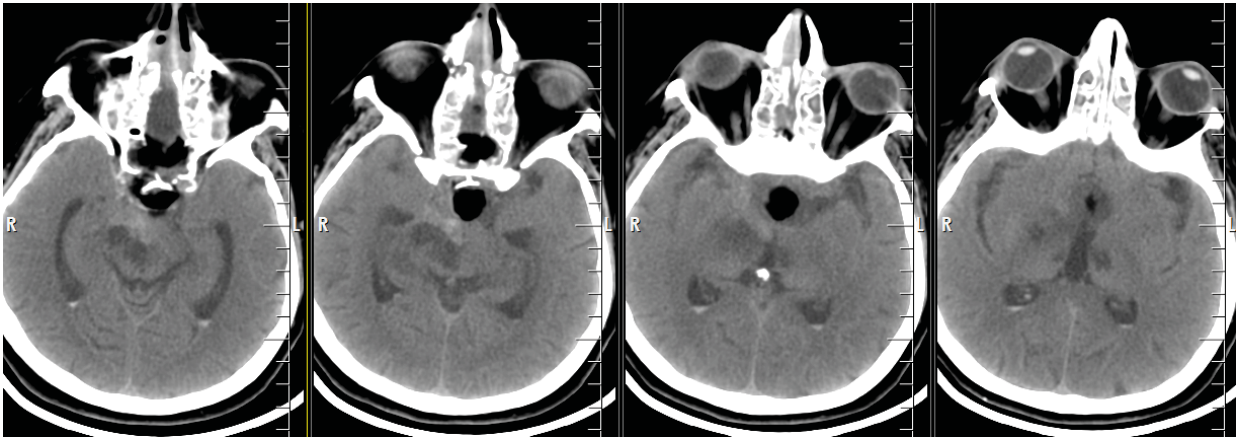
СКТ-головного мозга. Экстракапсулярное кровоизлияние и ишемические очаги в правой ножке мозга и левом зрительном бугре
